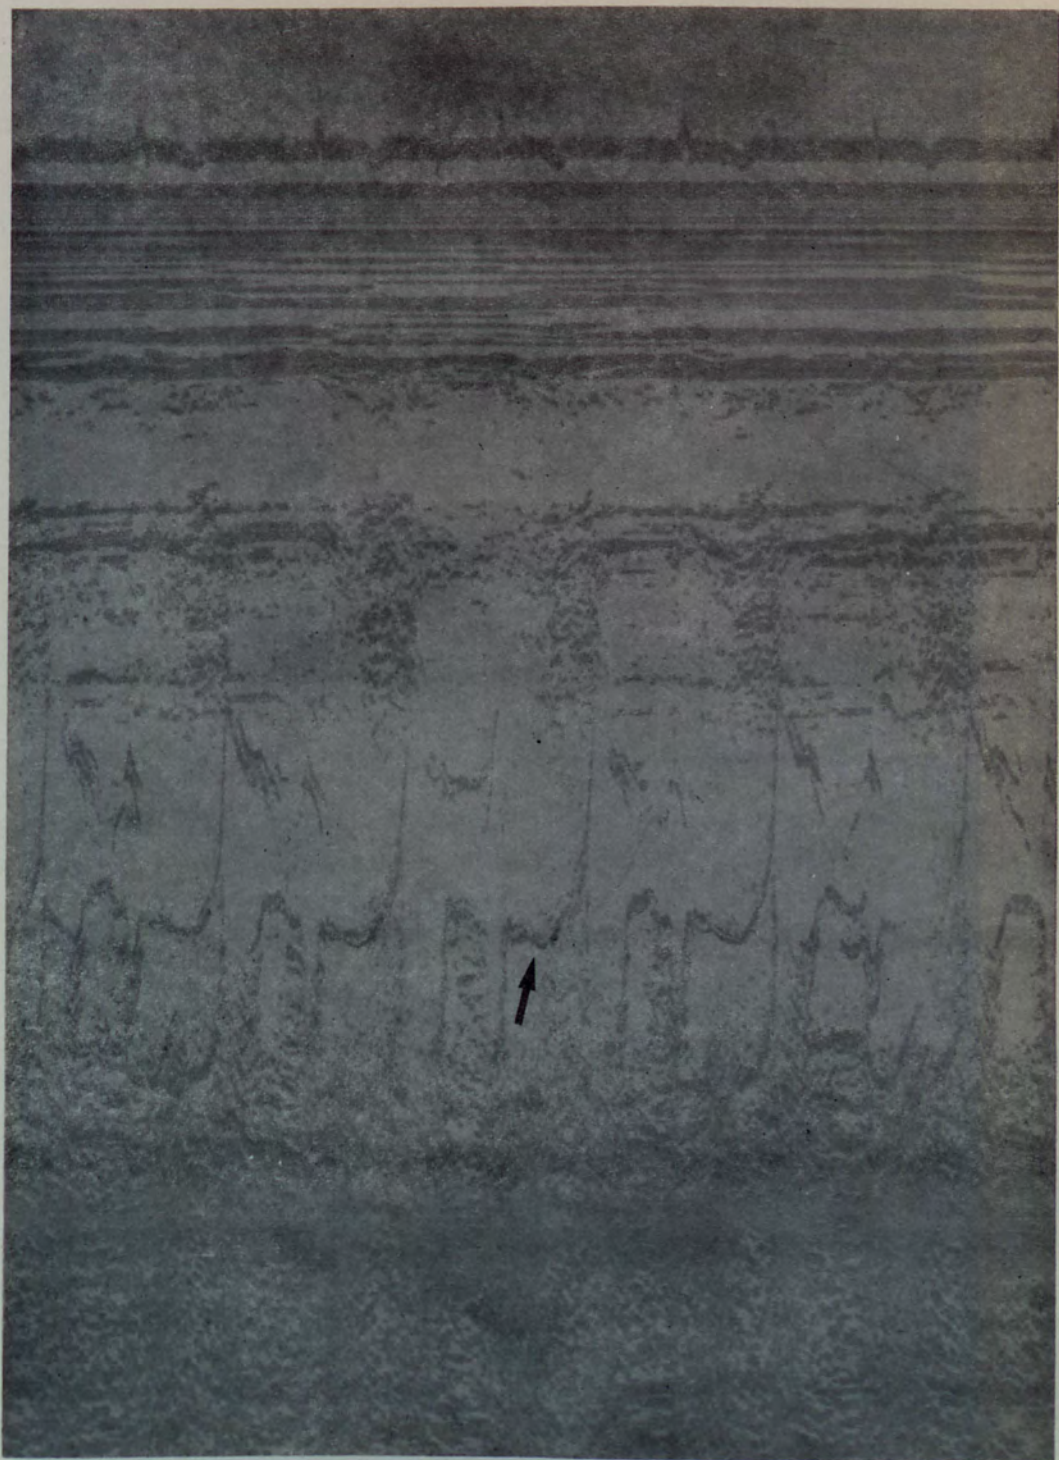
Caso nº 20 (GN). O ecocardiograma mostrou prolapso mesossistólico da valva mitral (seta), às custas dos folhetos anterior e posterior.
